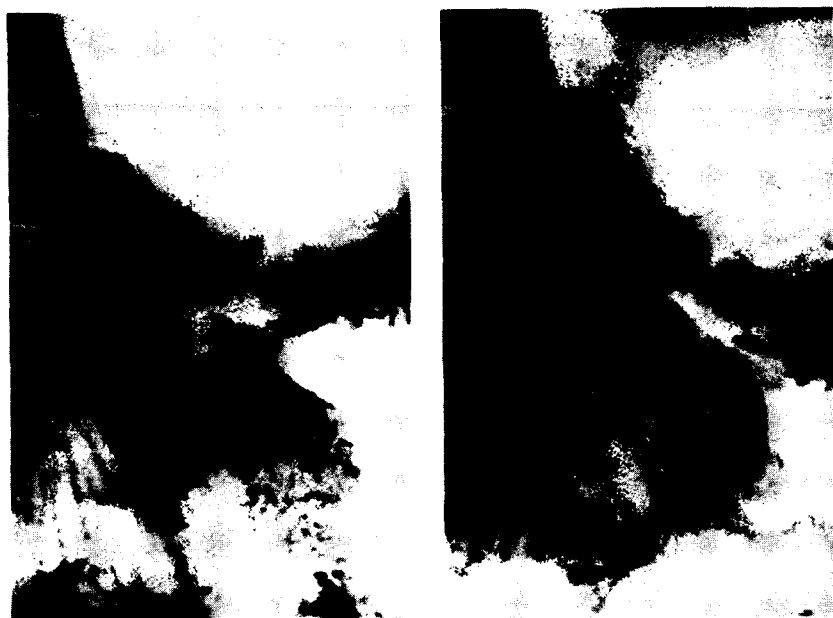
Резецированный желудок. Пептическая язва анастомоза. Рентгенограмма.
